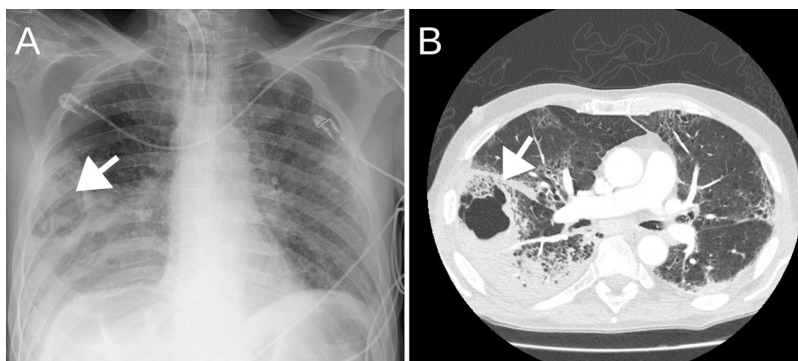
Radiografía de tórax portátil que evidencia posible cavitación pulmonar lóbulo inferior derecho (imagen A). TC tórax que muestra LID con posible neumonía necrotizante (imagen B). Ambas imágenes marcadas con una flecha.
